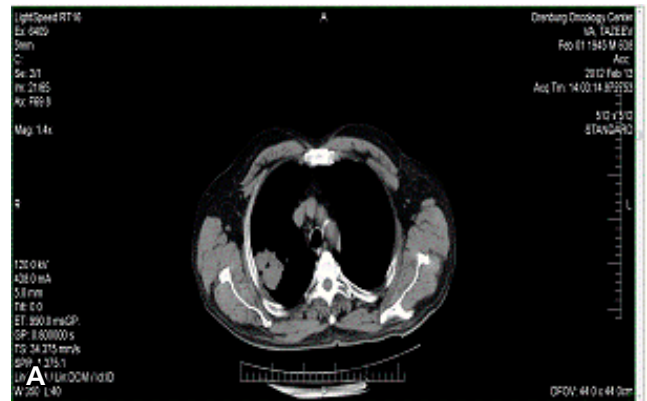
Случай множественного опухолевого развития. Сопоставительный анализ КТ и гистопограммы. А – КТ снимок, Б – гистопограмма, окраска по Ван Гизону (ув. X 14)
